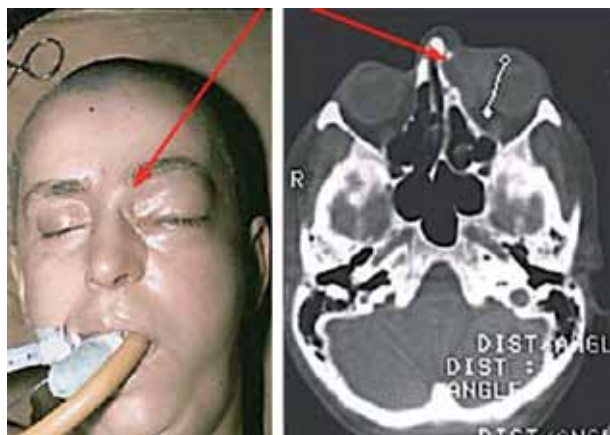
Внешний вид больной до операции. Отмечается деформация в области орбиты и решетчатого лабиринта. На КТ-скане стрелкой указана опухоль, инфильтрирующая ткани орбиты
